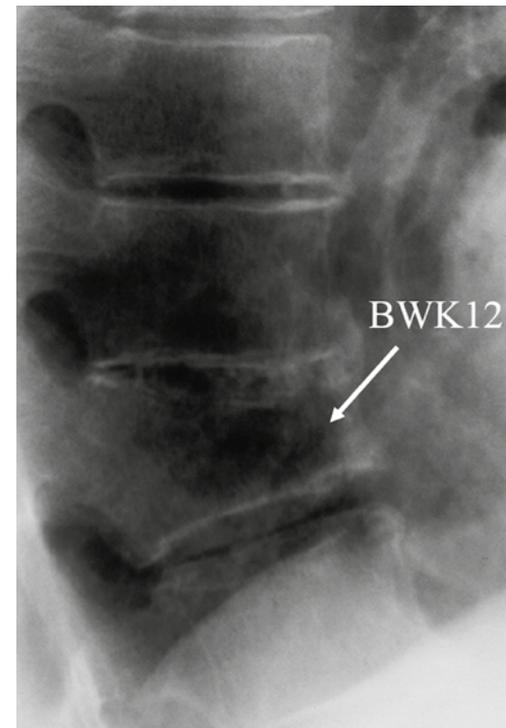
Röntgenbild eines osteoporotischen Bruchs
